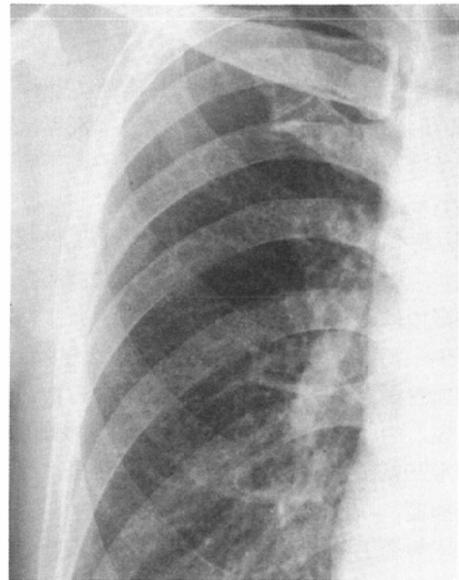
Case 3. Posteroanterior radiograph of a 55-year-old rubber worker who had been exposed to clay dust for 24 years (Category 2, p 2/2, s 2/2).
